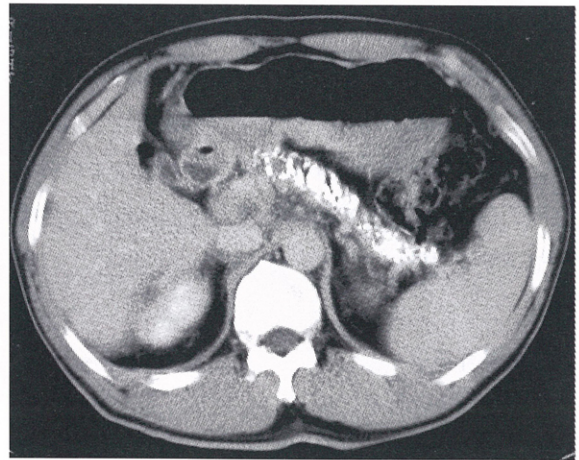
만성 췌장염의 CT소견. 췌장의 위축 및 다발성 석회화가 관찰된다.
